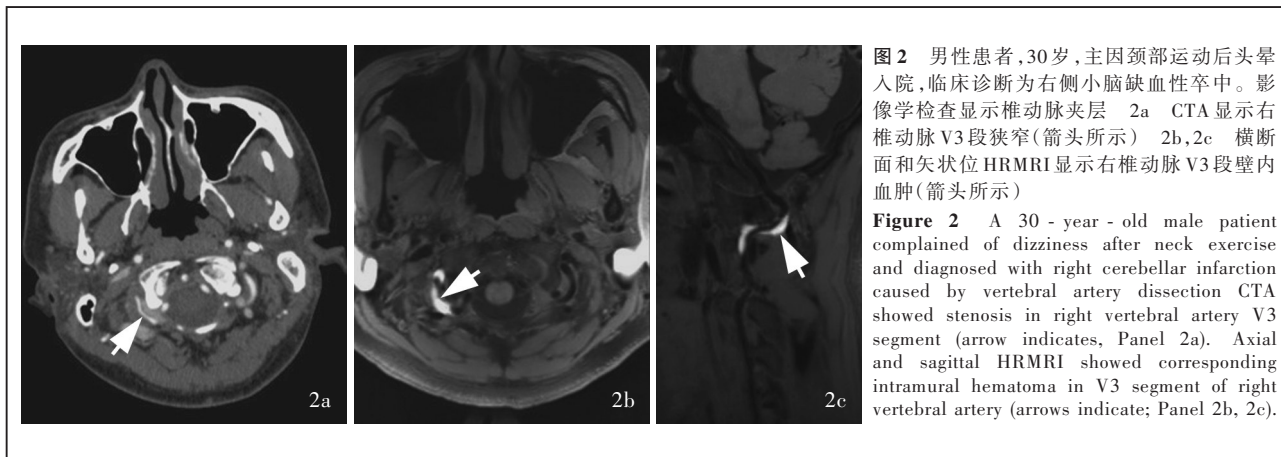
男性患者, 30 岁, 主因颈部运动后头晕入院, 临床诊断为右侧小脑缺血性卒中。影像学检查显示椎动脉夹层 2a CTA 显示右椎动脉 V3 段狭窄(箭头所示) 2b, 2c 横断面和矢状位 HRMRI 显示右椎动脉 V3 段壁内血肿(箭头所示)
